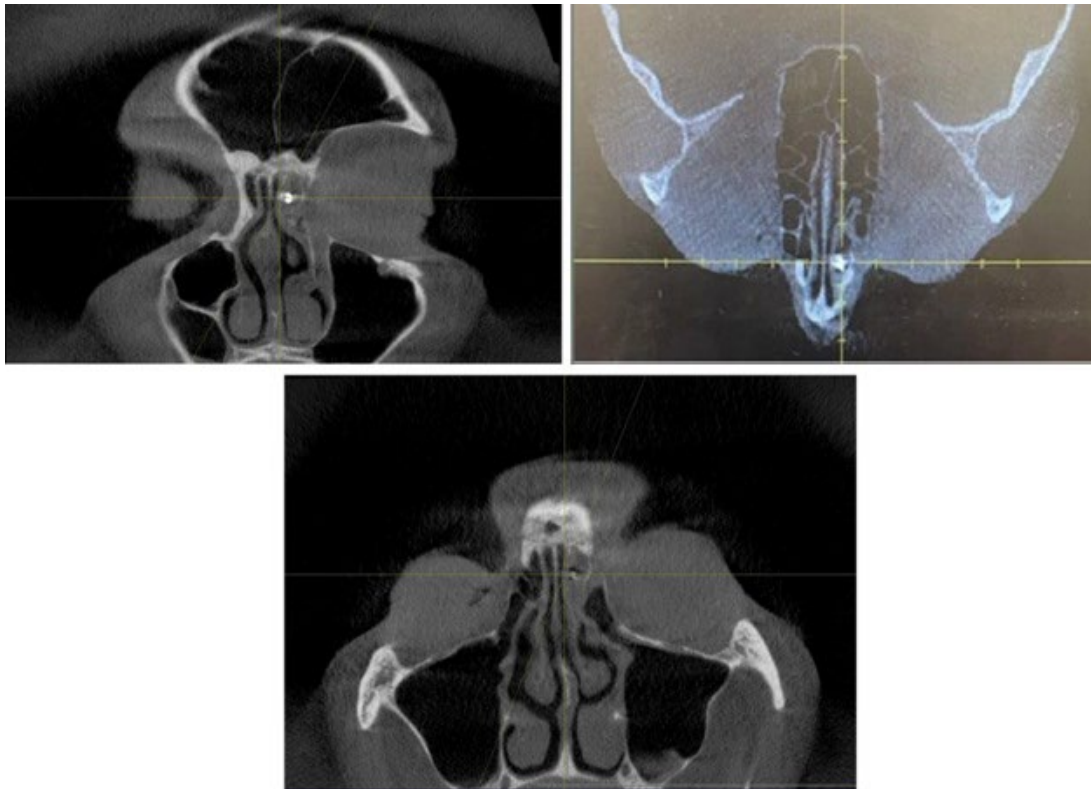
КТ ОНП пациентки Е., 31 год. Наличие рентгенопозитивного инородного тела в проекции передней решетчатой ячейке слева. КТ-признаки девиации носовой перегородки и ринита
